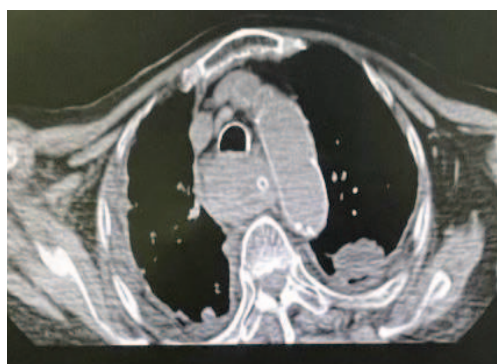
1例93岁女性呼吸重症患者行肠内营养发生梗阻后胸部CT
